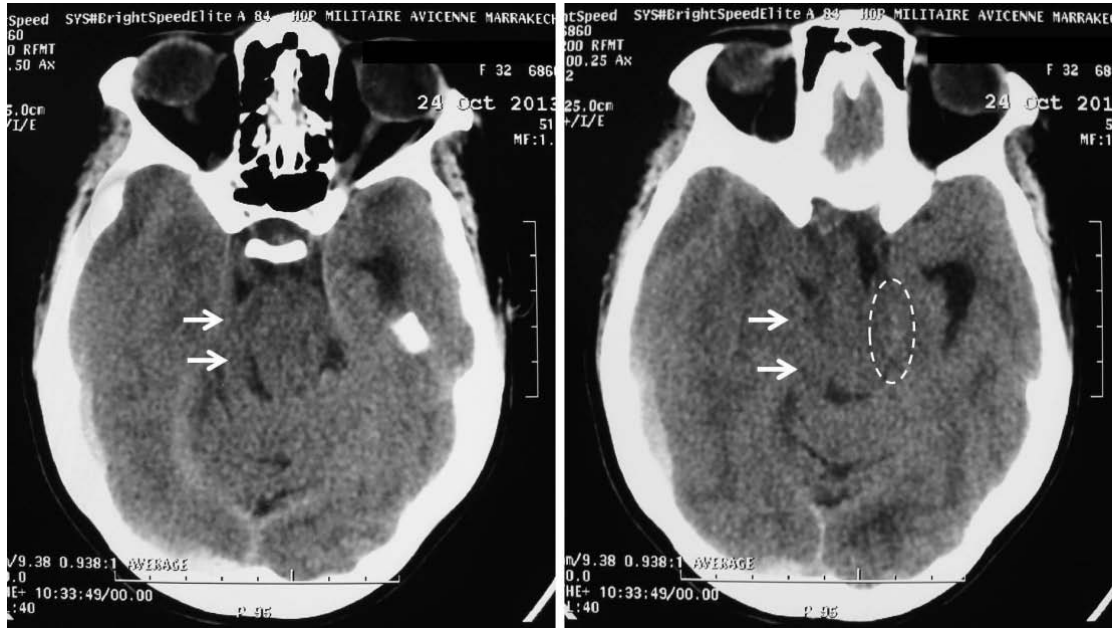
TDM cérébrale en coupes axiales sans injection de produit de contraste montrant une hernie uncale à droite avec effacement des citernes perimésencéphaliques (flèches blanches) et une hyperdensité spontanée notée au niveau du pédoncule cérébral gauche (pointillés) témoignant d'une compression de ce dernier contre le bord libre de la tente du cervelet.
